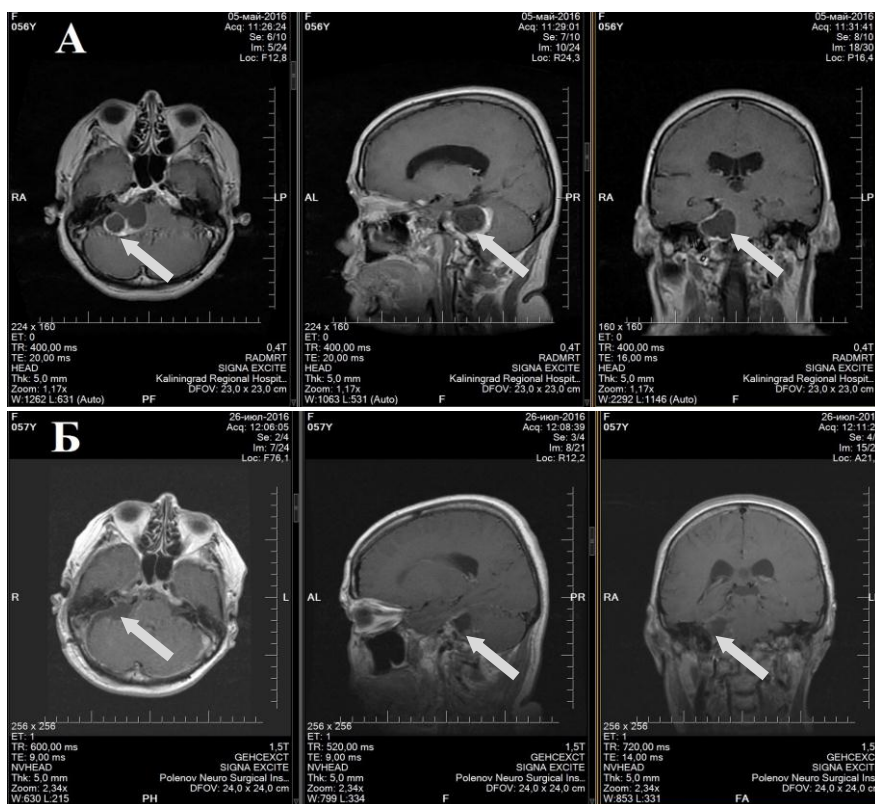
КВШ IV типа. Предоперационная МРТ – опухоль указана стрелкой (А) и послеоперационный контроль – опухоль удалена totally (Б) (пациентка Б-ык , 66 лет ИБ 3002-15).
